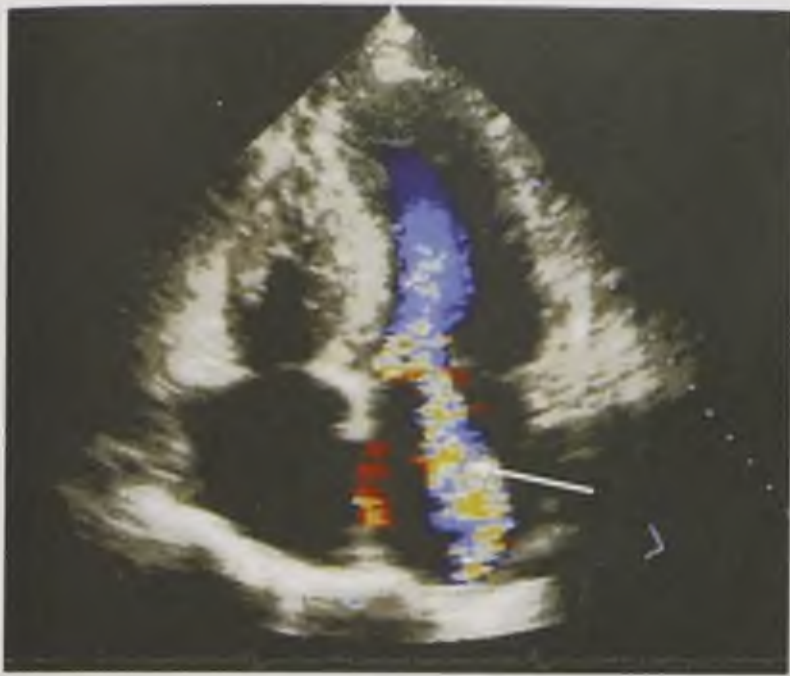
Эхокардиограмма с цветовым доплеровским картированием. Недостаточность митрального клапана (стрелка)
